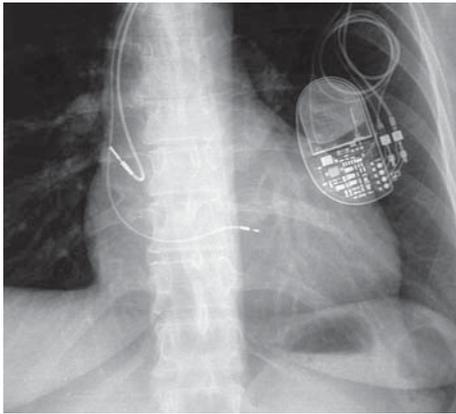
Radiografia del torace in posizione antero-posteriore. Si osservano i due cateteri posizionati in auricola destra ed in tratto di afflusso ventricolare destro.
